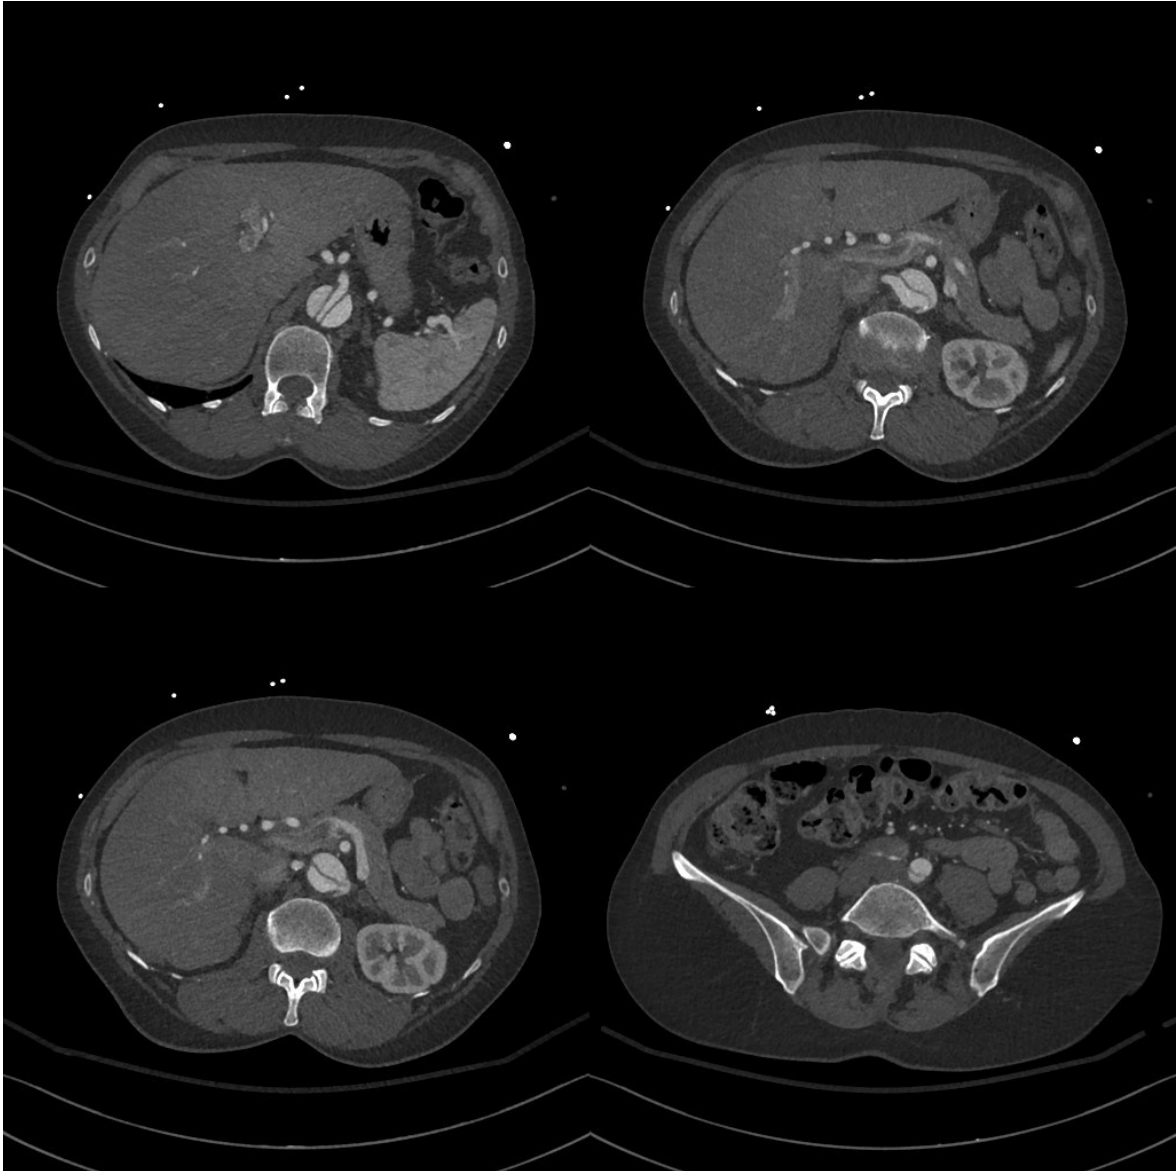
Die abdominelle Aorta in einer transversalen CT-Serie von kranial nach kaudal: Die Dissektion setzt sich in die linke Arteria femoralis fort. Die linke Arteria renalis entspringt aus dem falschen Lumen
